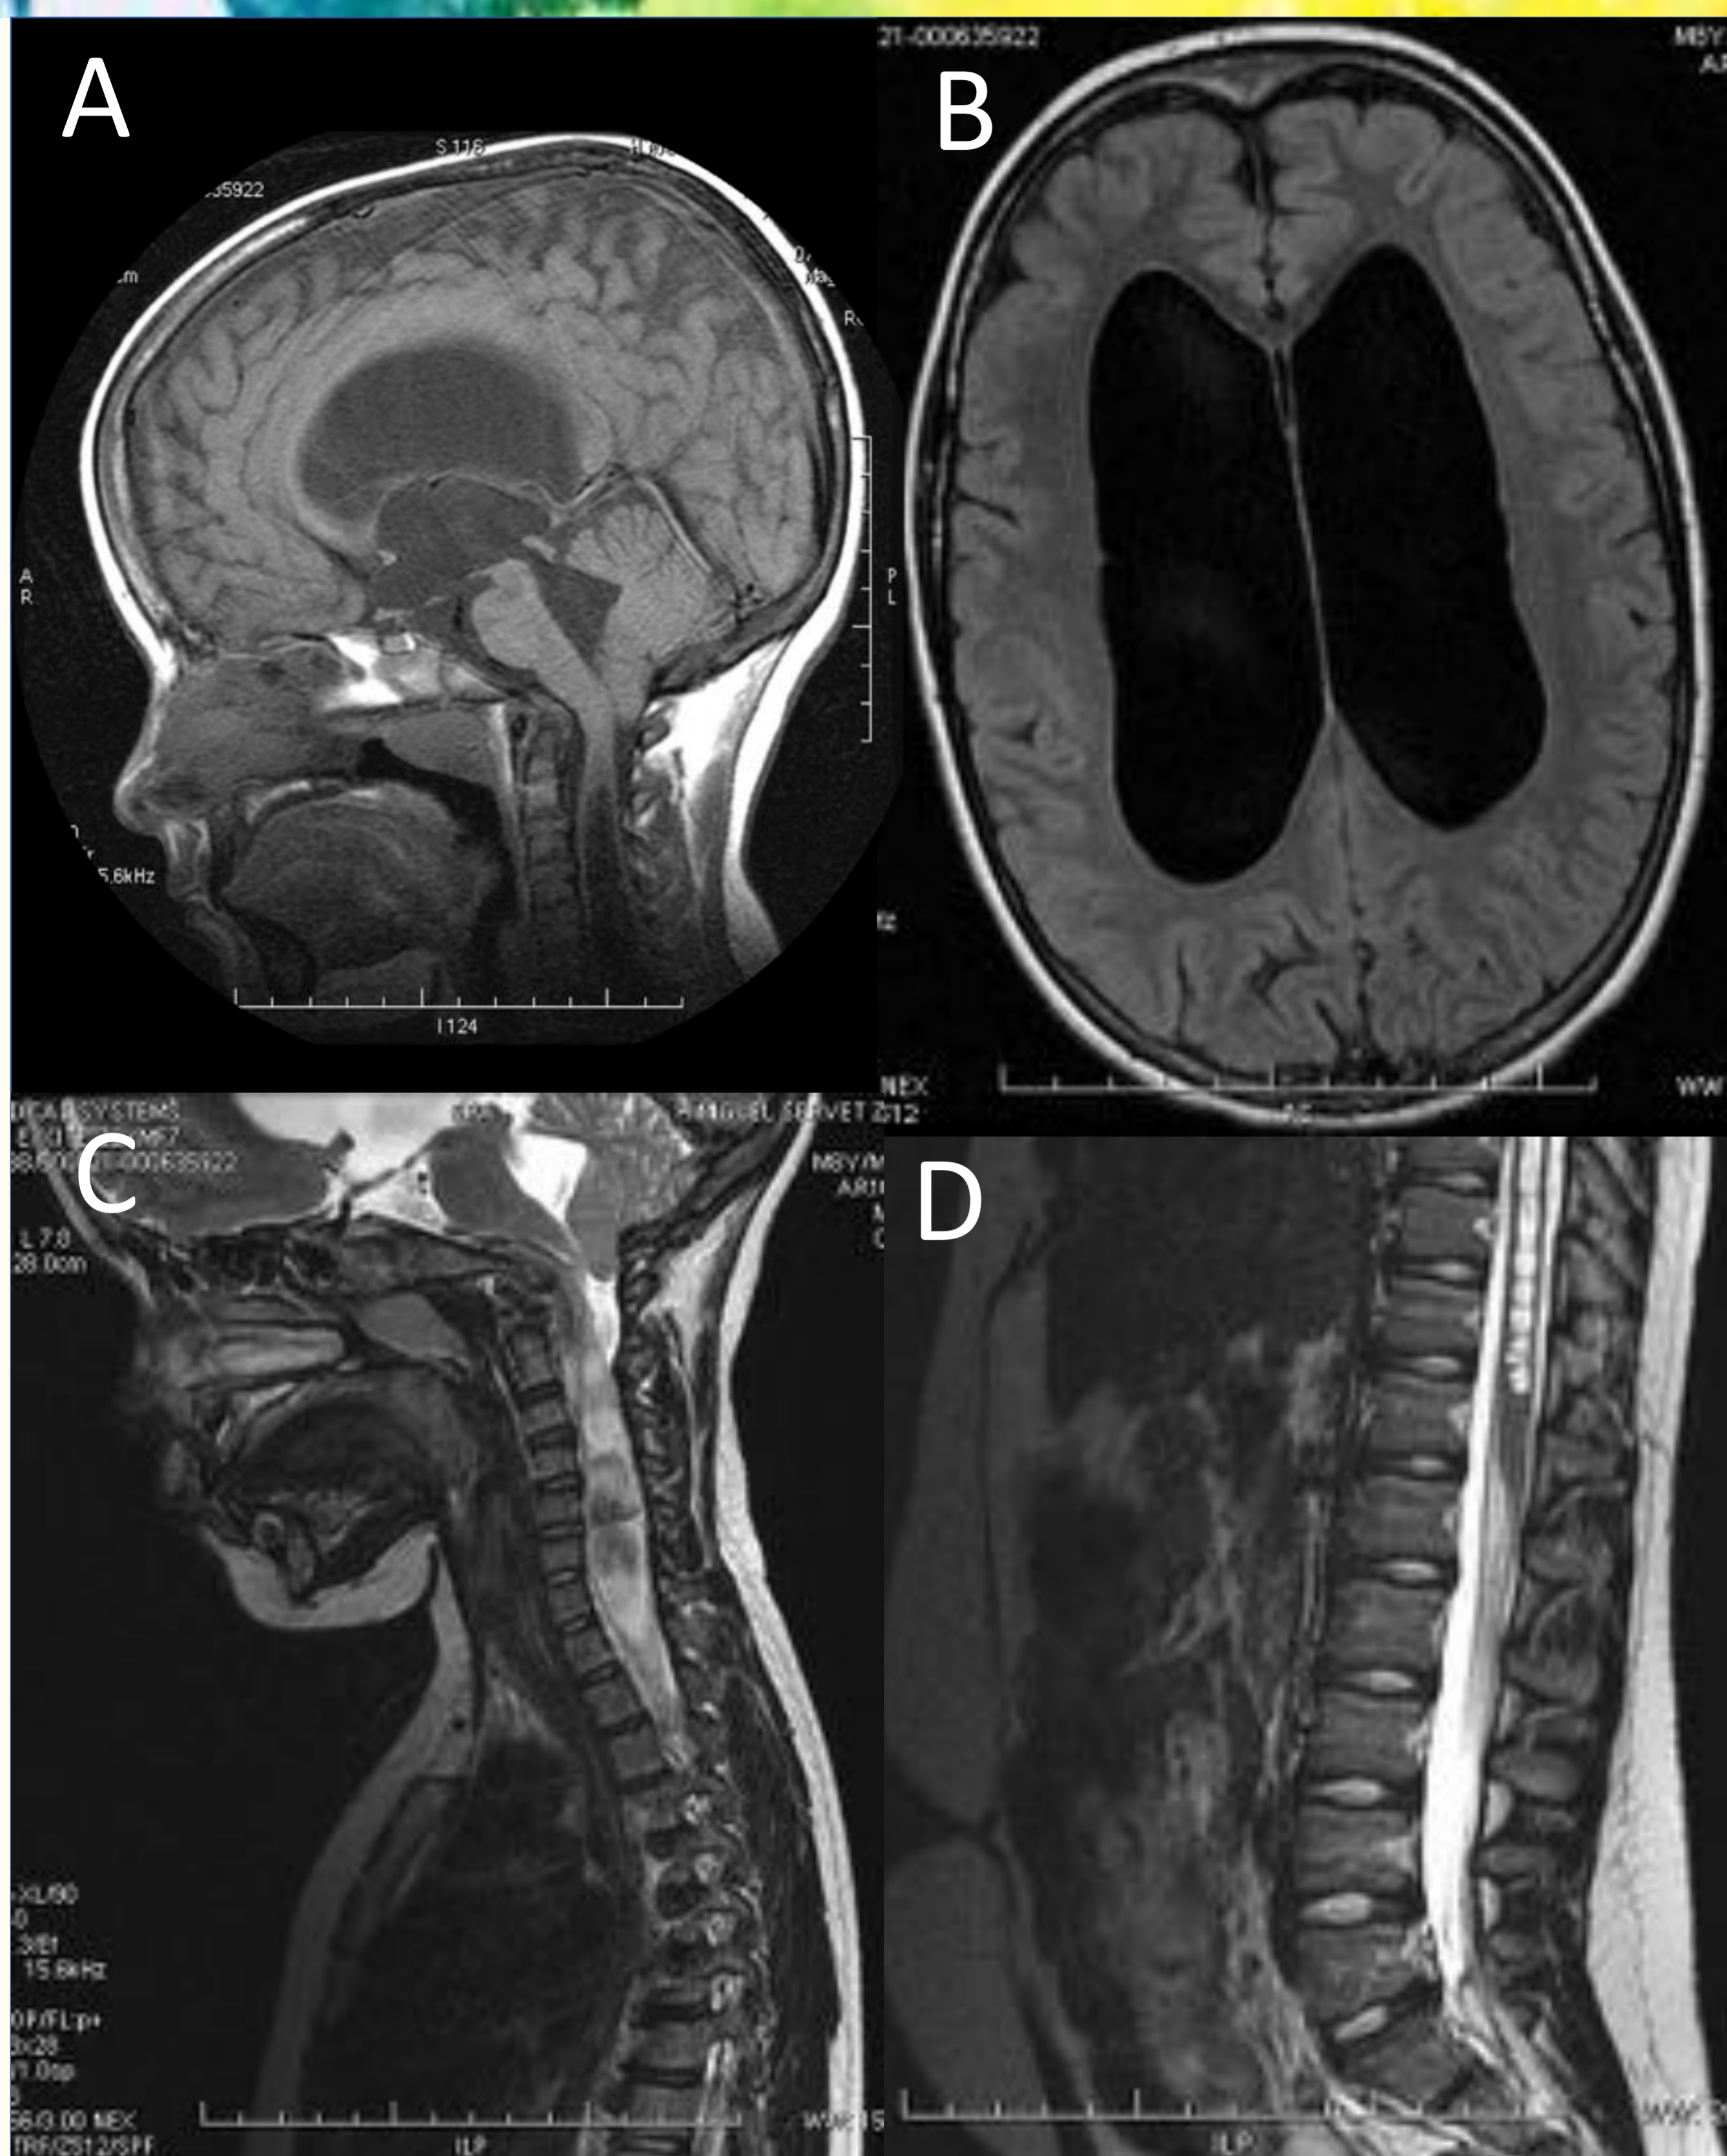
paciente de 9 años con síndrome de Chiari tipo I. Presenta descenso de las amígdalas cerebelosas, hidrocefalia y siringomielia. A: corte sagital T1. B: corte axial T2-FLAIR. C y D: cortes sagitales T2.
